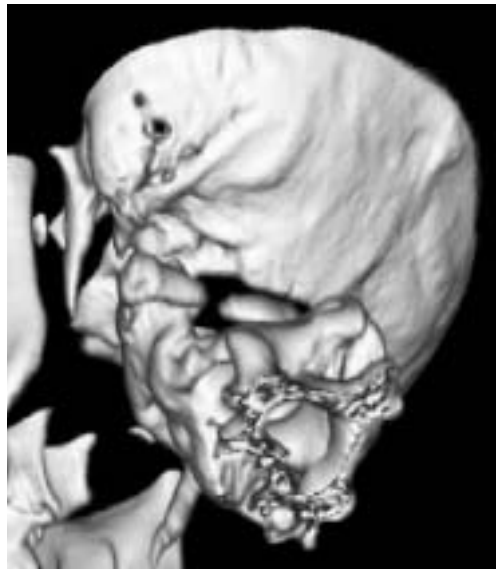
Caso 2: imagen de TAC con reconstrucción 3D.
